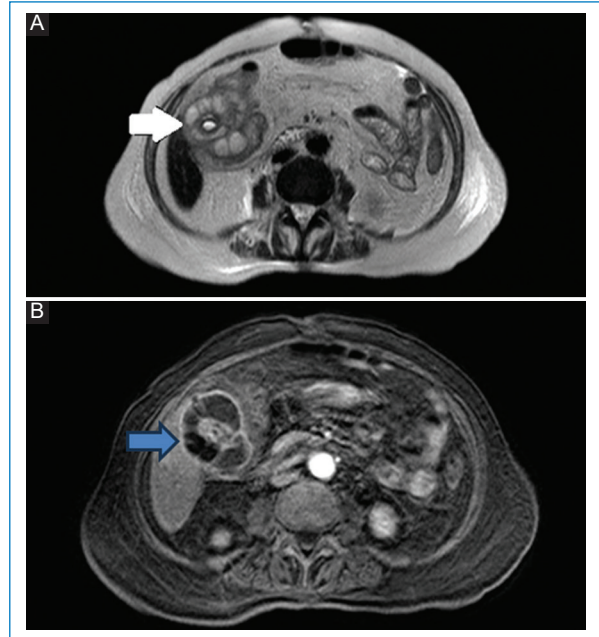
RM. A: se evidencia un engrosamiento heterogéneo de la pared vesicular con múltiples focos quísticos hiperintensos en T2 (flecha). B: se observa realce parietal y de los septos tras la administración del contraste, con múltiples litos en su interior en la secuencia potenciada en T1 con saturación grasa con contraste intravenoso (flecha).
